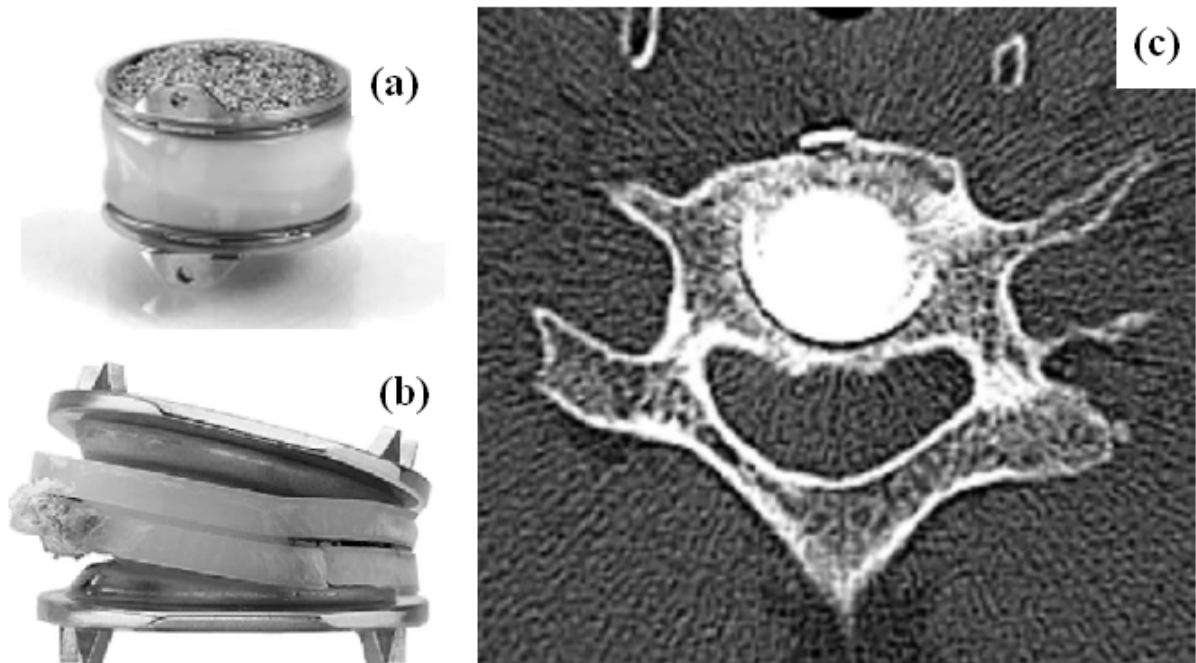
(a) prótese de disco cervical Bryan™. (b) componente de Polietileno fraturado de um disco lombar prótese; (c) imagem de tomografia axial computadorizada de uma prótese disco cervical Bryan™. Fonte (TAKSALI, GRAUER e VACCARO 2004).
